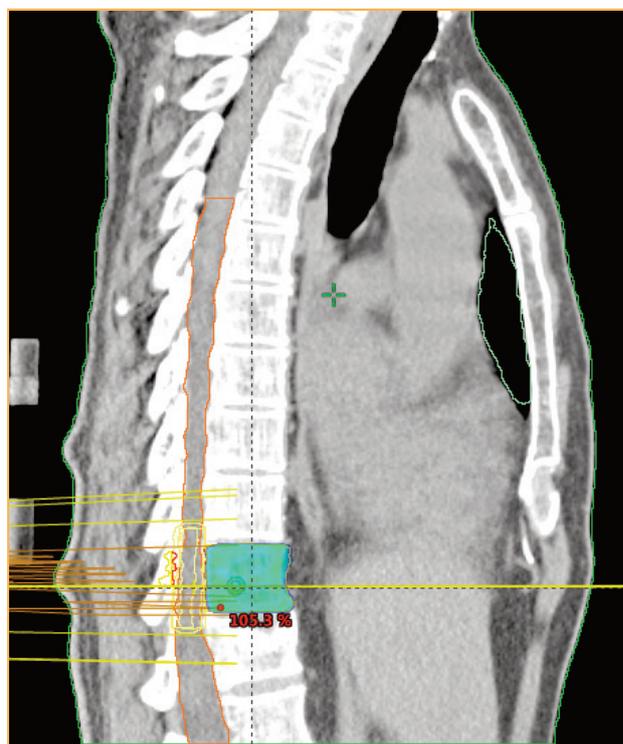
Imagen de TC en corte sagital con imagen de volumen a tratar. Véase en la imagen el canal medular contorneado (color naranja) para optimizar la dosis y evitar la máxima radiación en él.
